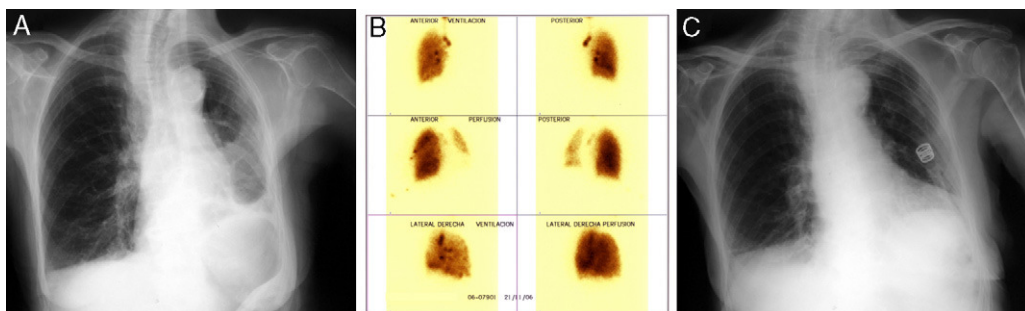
A) Radiografía de tórax con pérdida de volumen del pulmón izquierdo antes de la fisioterapia. B) Gammagrafía de ventilación-perfusión con tecnecio. C) Radiografía de tórax después de la fisioterapia.
